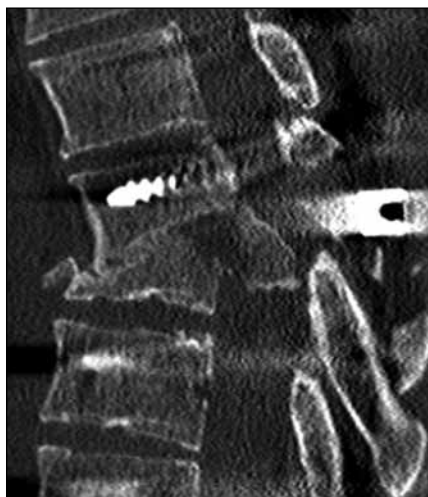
Reziduální kyfóza po dekompresi a stabilizaci hrudní páteře (CT sagitální rekonstrukce).
